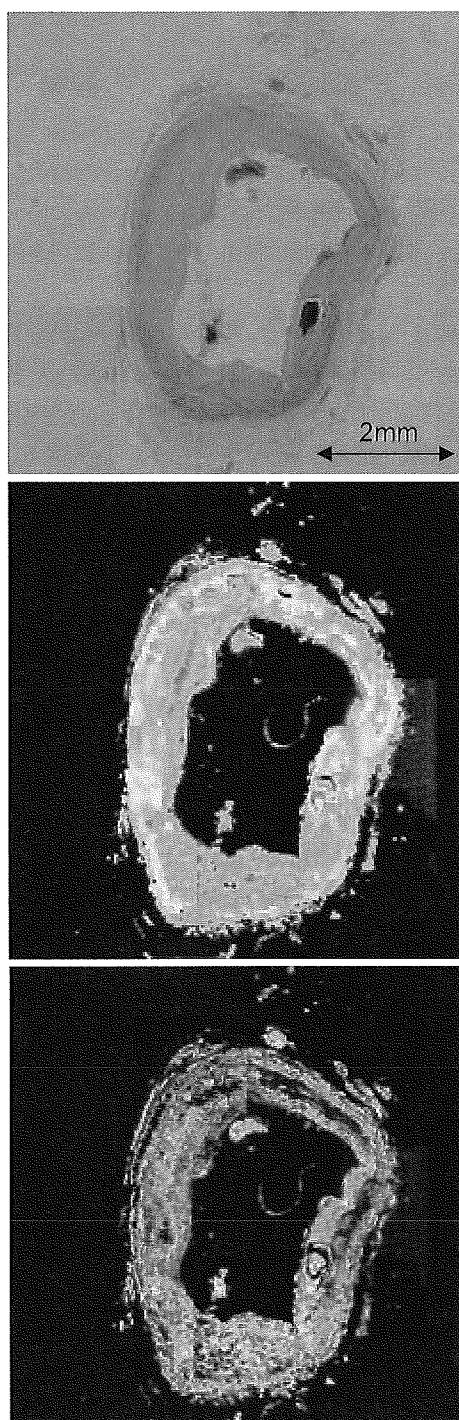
開発した超音波ナノ・イメージングシステムによる冠動脈(上:光学顕微鏡像、中:減衰像、下:音速像)
